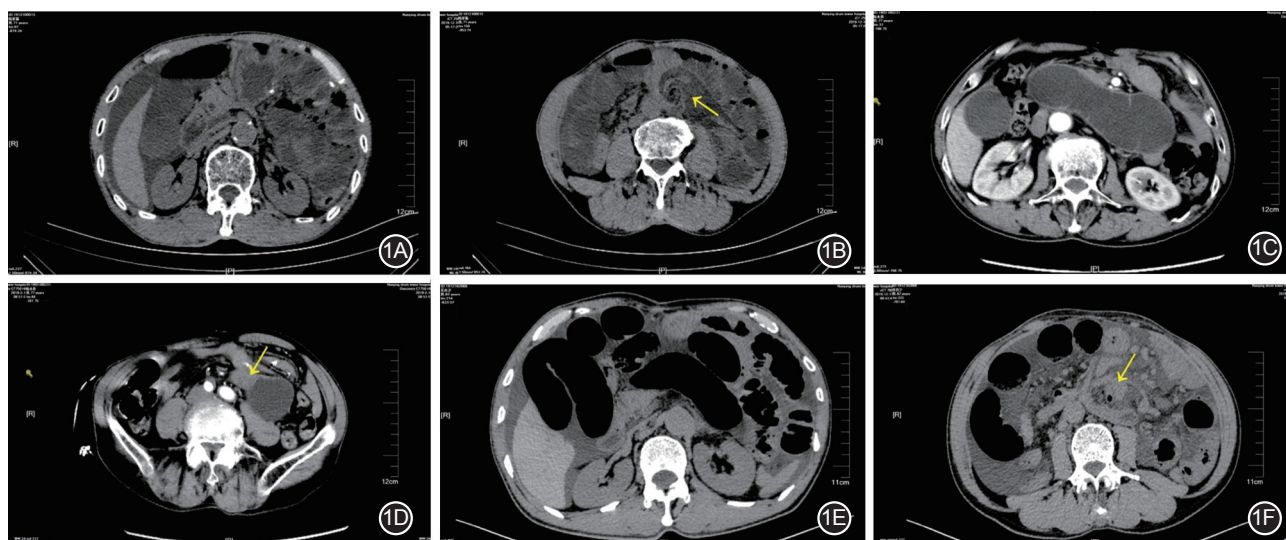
本组一例典型病例胃癌切除术后 Petersen 疝 CT 表现 1A. 示多发小肠气液平伴腹腔积液(病例 1); 1B. 示以同心圆为主的旋涡状软组织密度影(漩涡征, 箭头所示), 提示该患者存在小肠扭转(病例 1); 1C. 示节段小肠高度扩张(病例 2); 1D. 示疝入 Petersen 间隙的小肠肠管(箭头所示, 病例 2); 1E. 示多发小肠扩张积气伴腹腔积液(病例 3); 1F. 示扩张肠管于此平面消失、周围伴肠系膜血管与脂肪形成的漩涡征(箭头所示), 提示梗阻嵌顿所在位置(病例 3)
